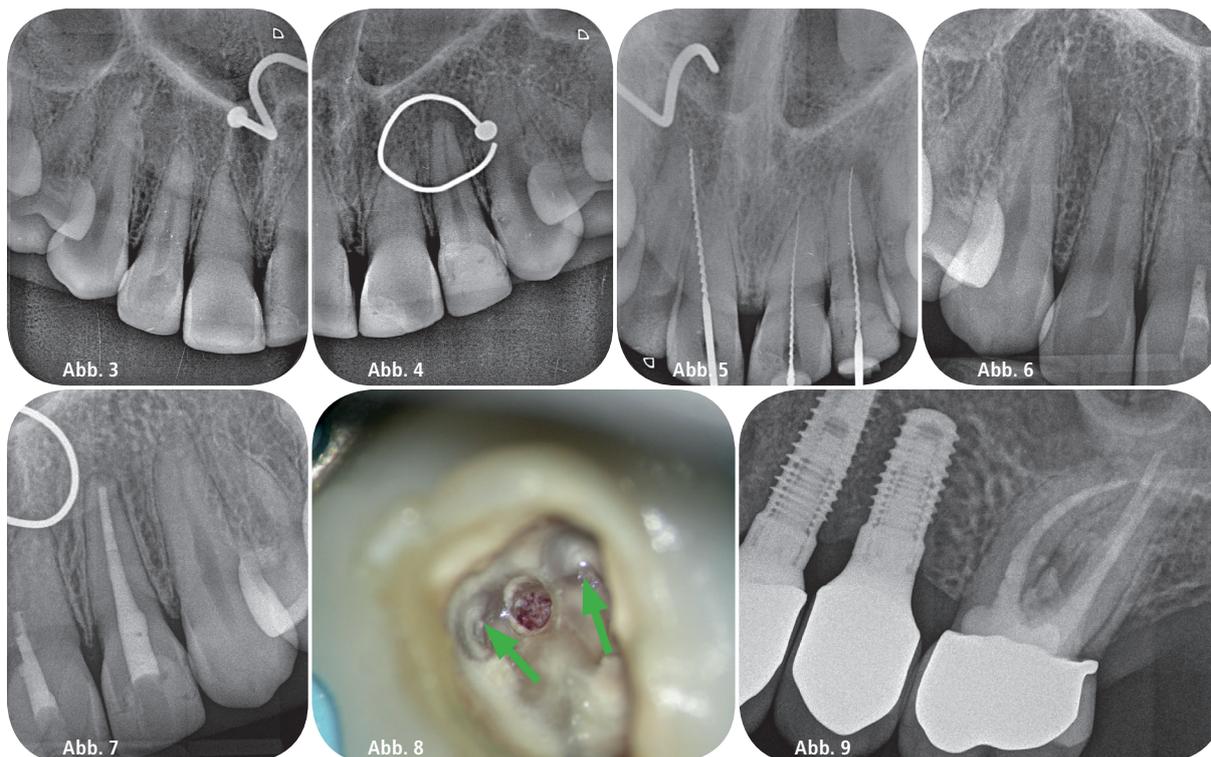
Ausgangsbefund bei Zustand nach Fahrradsturz, Obliteration der Wurzelkanalsysteme Zähne 11 und 21, Verdacht auf chronische apikale Parodontitis Zahn 22, Nasenring in situ. – Abb. 5: Röntgenmessaufnahme des Überweisers mit Verdacht auf Via falsa an den Zähnen 11 und 21. – Abb. 6 und 7: Zustand nach endodontischer Behandlung des Zahnes 22 sowie Verschluss der Perforationen an den Zähnen 11 und 21. – Abb. 8: Klinisches Bild einer Perforation am Zahn 26, Wurzelkanaleingänge MB1 und DB grün markiert. – Abb. 9: Röntgenverlaufskontrolle an 26 drei Jahre nach Perforationsdeckung und Wurzelfüllung.
